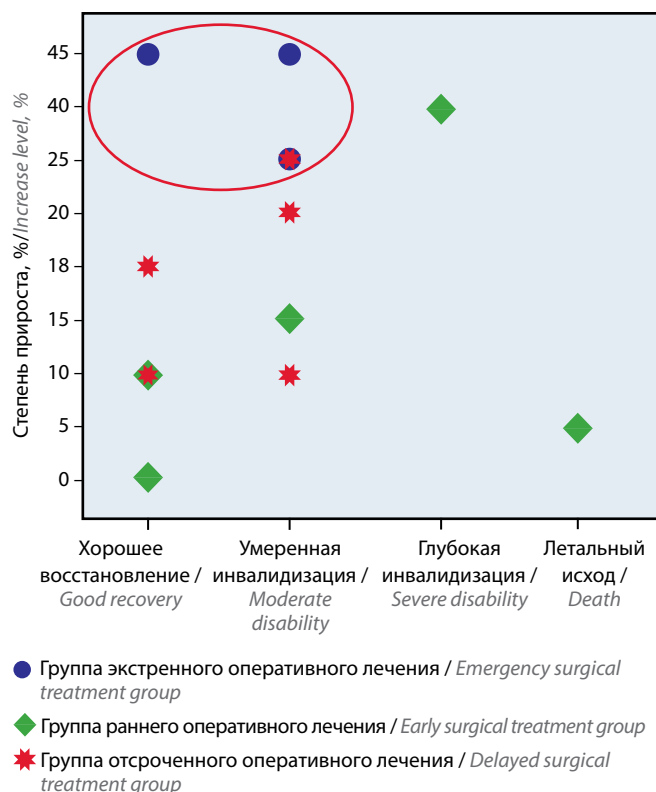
Соотношение между степенью прироста показателя перфузии головного мозга и исходом по шкале Глазго
